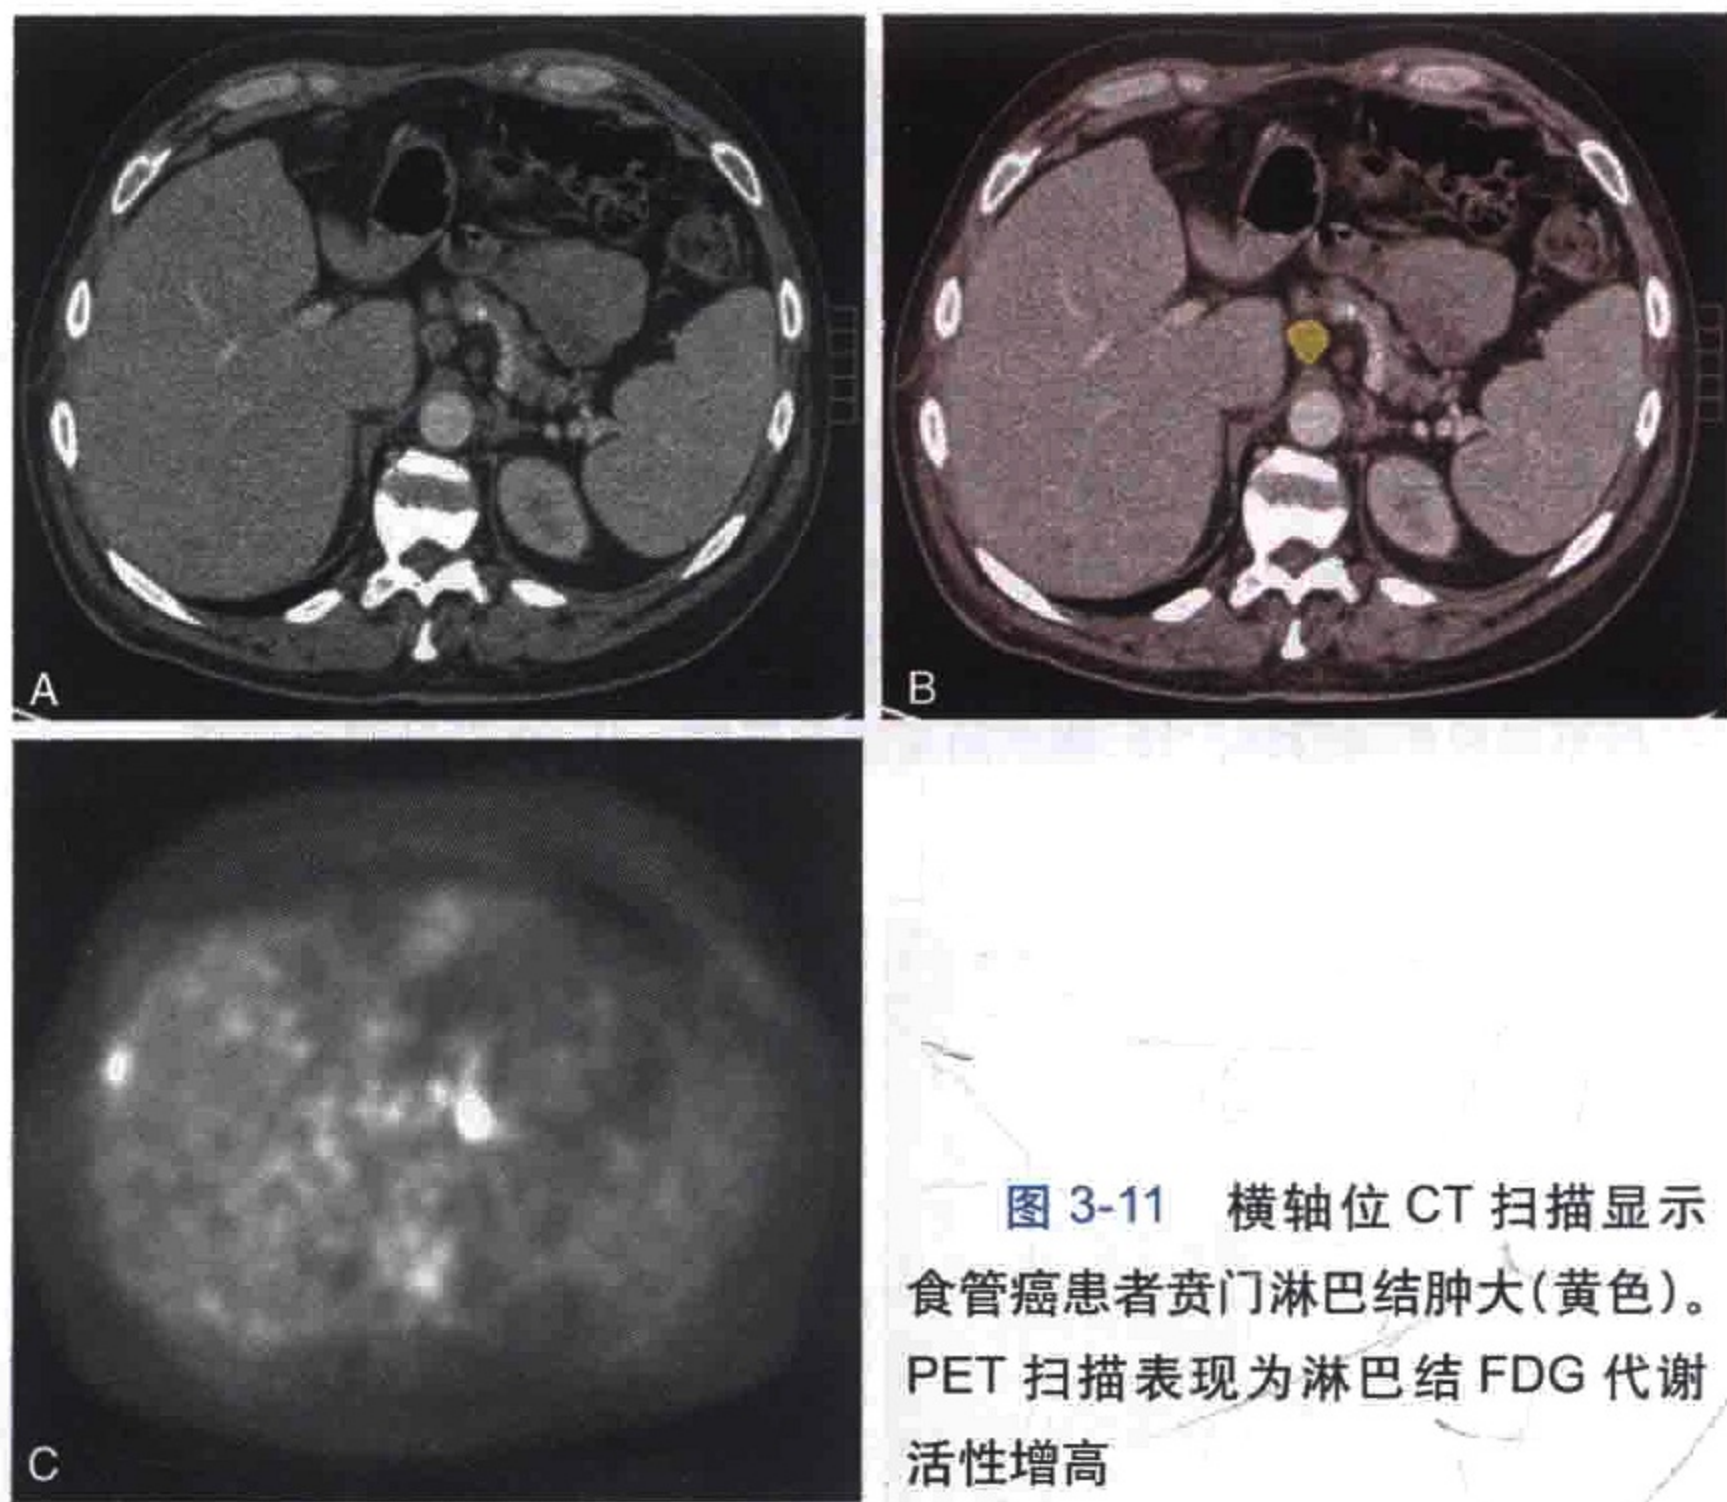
横轴位 CT 扫描显示食管癌患者贲门淋巴结肿大(黄色)。PET 扫描表现为淋巴结 FDG 代谢活性增高
